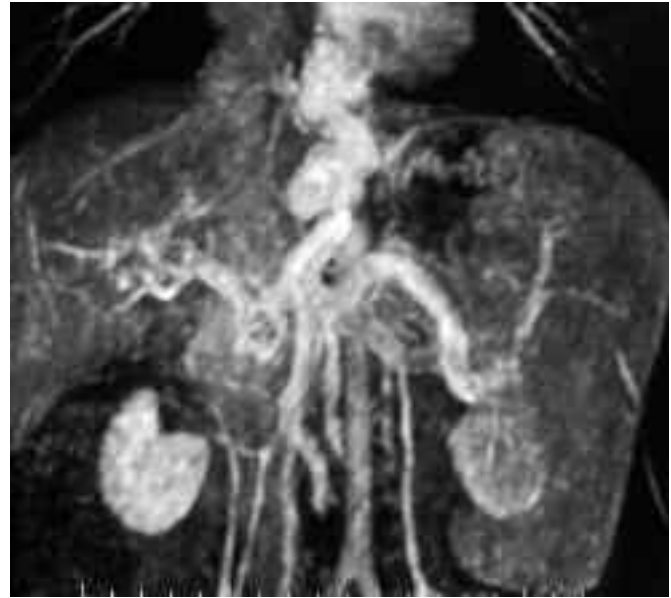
Angio-RMN que objetiva una cavernomatosis portal con un hígado pequeño y una gran dilatación varicosa de la vena gástrica izquierda. Esta paciente presentaba varices esofágicas grado IV.
